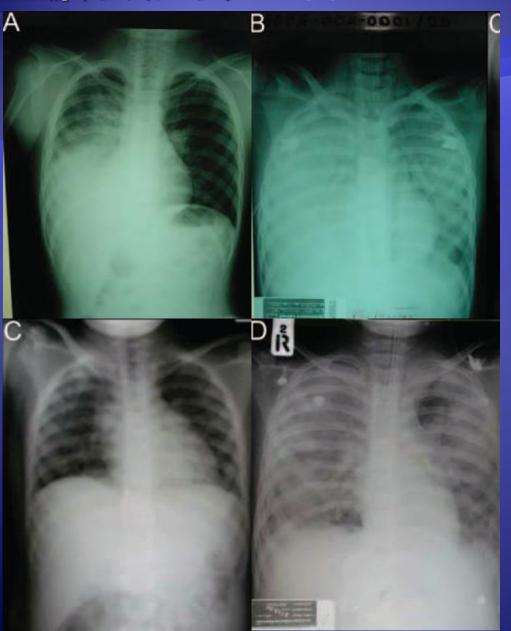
Chest radiographs from patients
